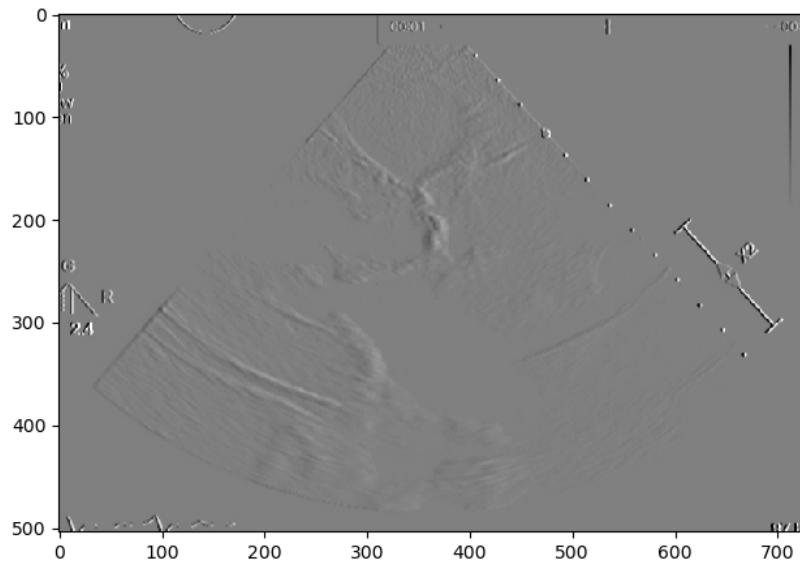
Ecocardiografia com Edge detection
